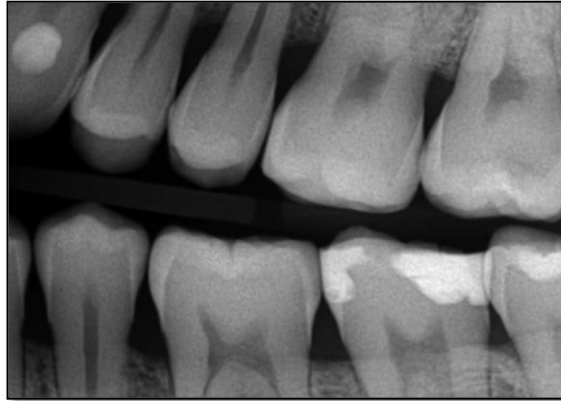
Radiografía de mordida horizontal ⁽¹⁵⁾
